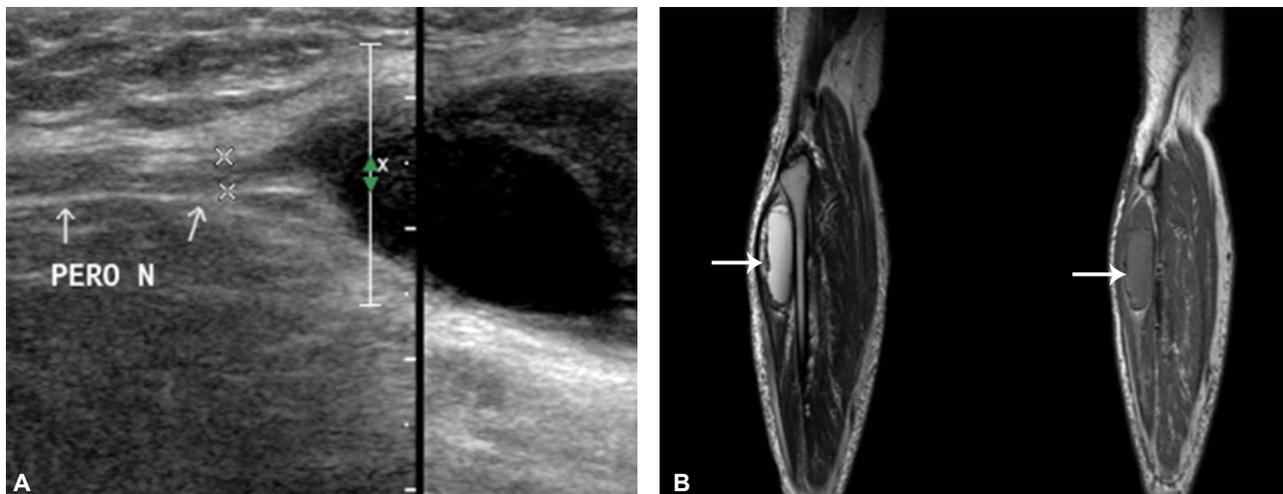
(A) Ultrasonographic finding. It shows 6.2×3.8×2.8 cm in size mass lesion including anechoic cystic portion and echogenic large cystic portion in anterolateral portion of the right lower leg. (B) T2-(left) and T1-(right) weighted MRI findings. It shows well-defined oval mass with multiloculations just below the bifurcation of right common peroneal nerve (white arrow). PERO; common peroneal nerve.
